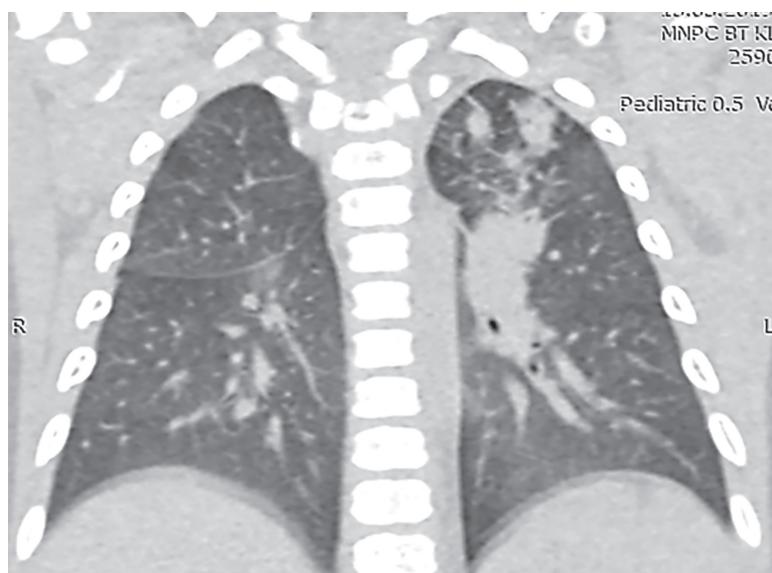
КТ ОГК при поступлении
